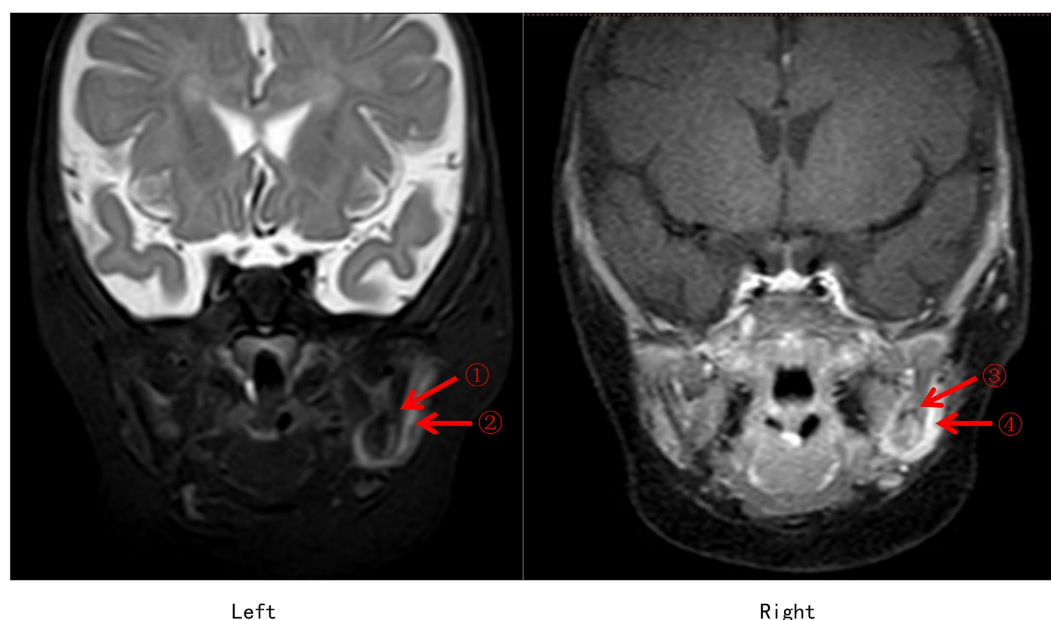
MRI of the maxillofacial region (Left: pre-contrast; Right: post-contrast)
